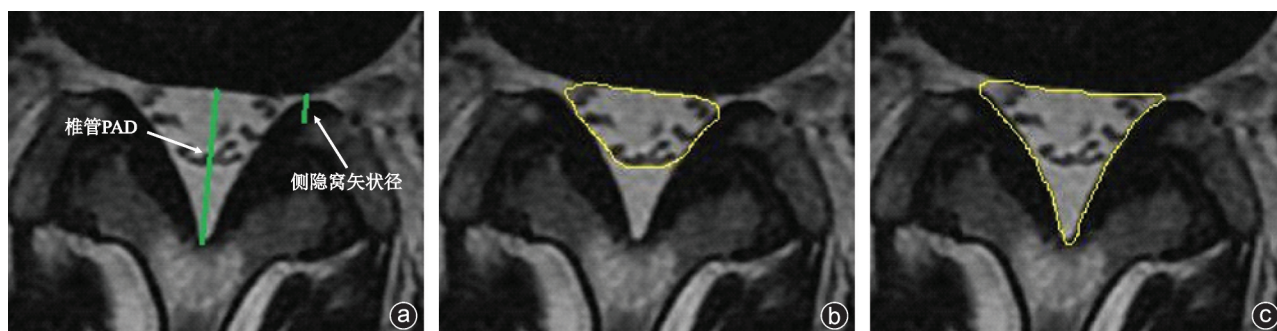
MRI 横断面 T2WI 上各指标的测量方法 a: 椎管 PAD 和侧隐窝矢状径的测量方法; b: DCSA 的测量方法; c: CAC 的测量方法
